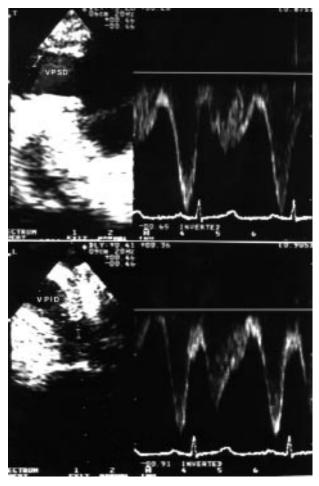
A) Plano transverso - veia pulmonar superior direita (VPSD) com fluxo não turbulento ao doppler pulsado; B) plano longitudinal - veia pulmonar inferior direita (VPID) com fluxo não turbulento ao doppler pulsado.
